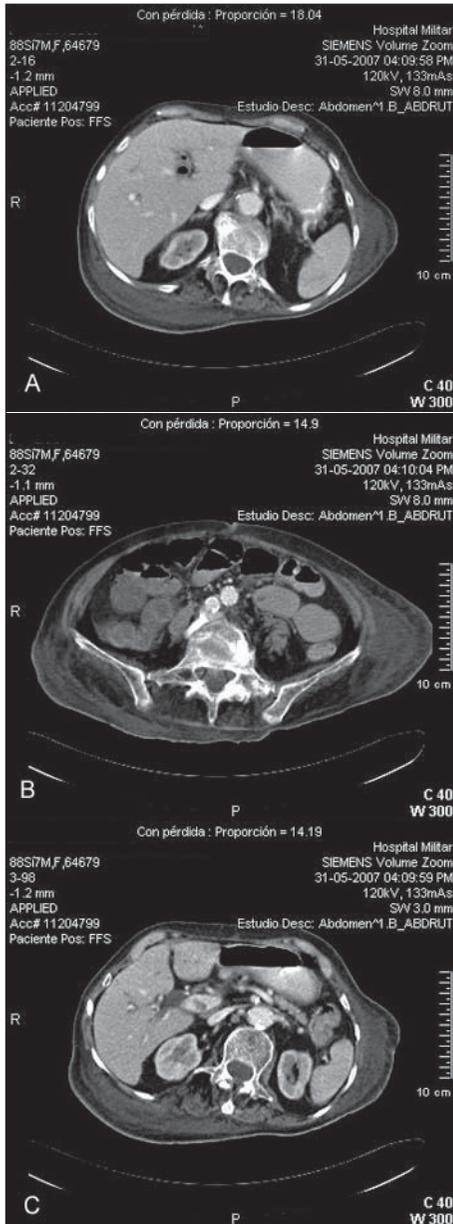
A) TAC de abdomen y pelvis: Neumatosis gástrica ha desaparecido completamente. Aun persiste escaso gas en sistema porta. B) TAC de abdomen y pelvis: Muestra regresión completa de NI en intestino delgado. C) TAC de abdomen y pelvis: Se observa presencia de trombo en el sistema porta.
